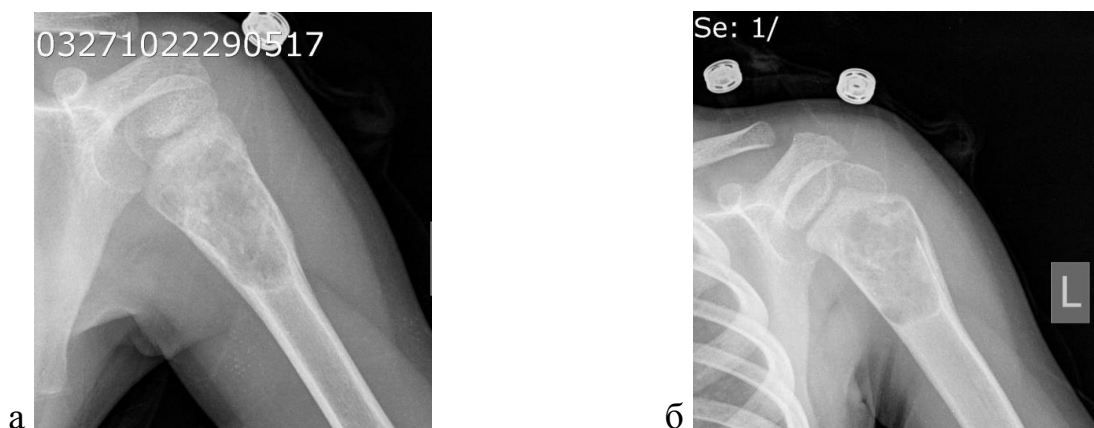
Больной К. Рентгенография левой плечевой кости в прямой (а) и боковой (б) проекциях. СК плечевой кости
